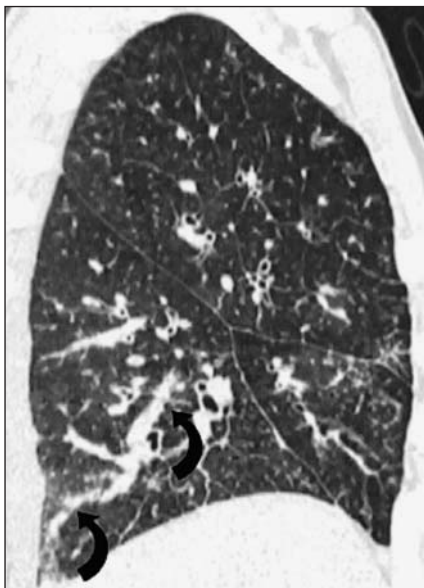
Paciente do sexo masculino, 52 anos de idade, com disseminação linfática de carcinoma de cólon. A: TC de alta resolução (corte axial) em multidetector revela importante espessamento septal, notadamente nas regiões anteriores dos lobos médio e língula, associado a espessamento do interstício peribroncovascular no lobo inferior direito. B: Reformatação coronal evidencia espessamento septal interlobular liso difuso, bem como alguns do tipo nodular (seta branca). Vê-se também espessamento nodular da fissura horizontal (seta preta). C: Reconstrução sagital mostra espessamento nodular do interstício perivascular no lobo inferior (setas curvas), além de alguns septos interlobulares espessados no lobo inferior e região periférica anterior do lobo superior. As fissuras também exibem discreto espessamento nodular.
